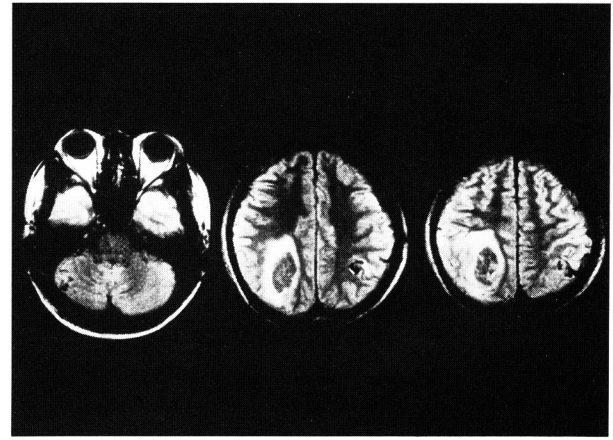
MRI ( 2000 / 38 ) demonstrated flow void in the left cerebellar hemisphere and right parietal lobe, mixture of low and high intensity area in the left parietal lobe.
